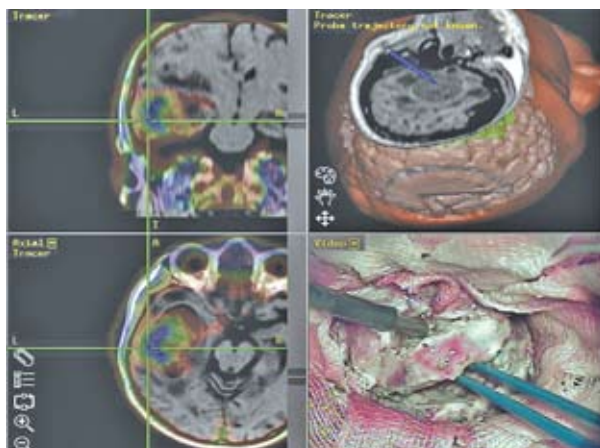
Дооперационное планирование с использованием нейронавигационной станции на основе сочетанных МРТ/ОФЭКТ изображений. 1 — опухоль; 2 — зона функциональной активности; 3 — предцентральная извилина; 4 — прилежащая конвекситапно расположенная вена.
